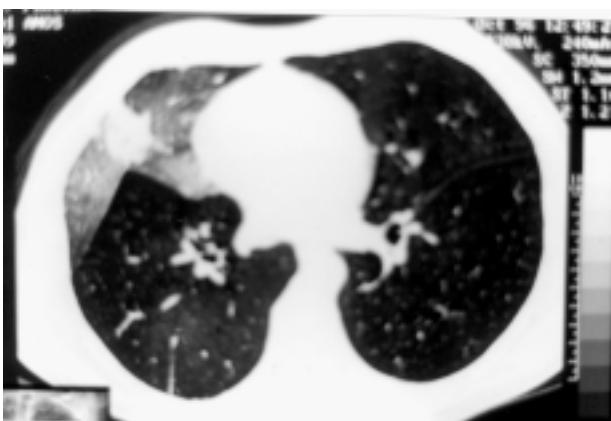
Tomografia computadorizada, mostra opacidade em vidro fosco localizada no lobo médio, sugerindo inundação alveolar por sangue e projétil de arma de fogo localizado no centro da opacidade.
